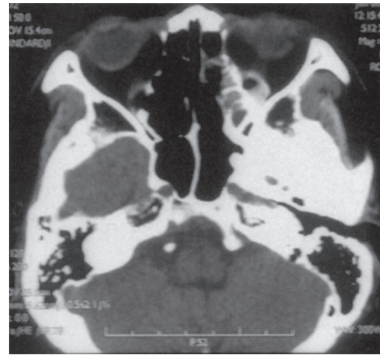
CT scan of case 2. (axial view, post-surgery)
